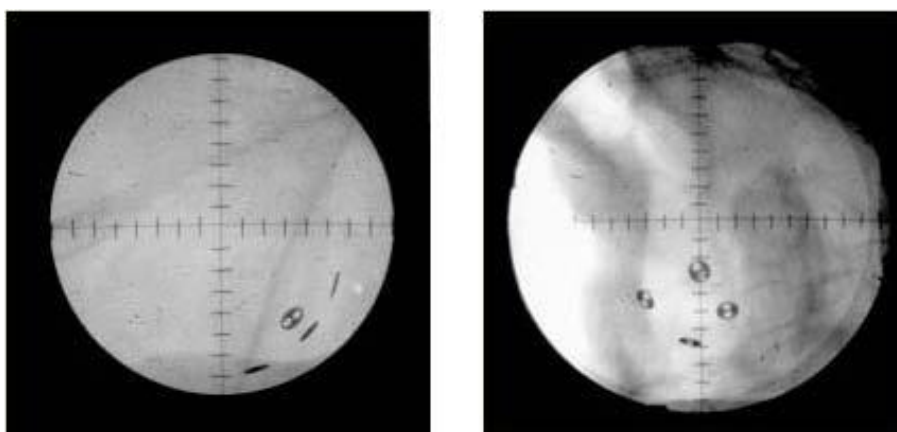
Proiezioni a raggi X dello stesso occhio in direzione antero-posteriore (figura sinistra) e medio-laterale (figura destra). Sulle immagini radiografiche sono ben distinguibili le clip radiopache che sono suture ai margini della lesione tumorale per individuarne la posizione.
